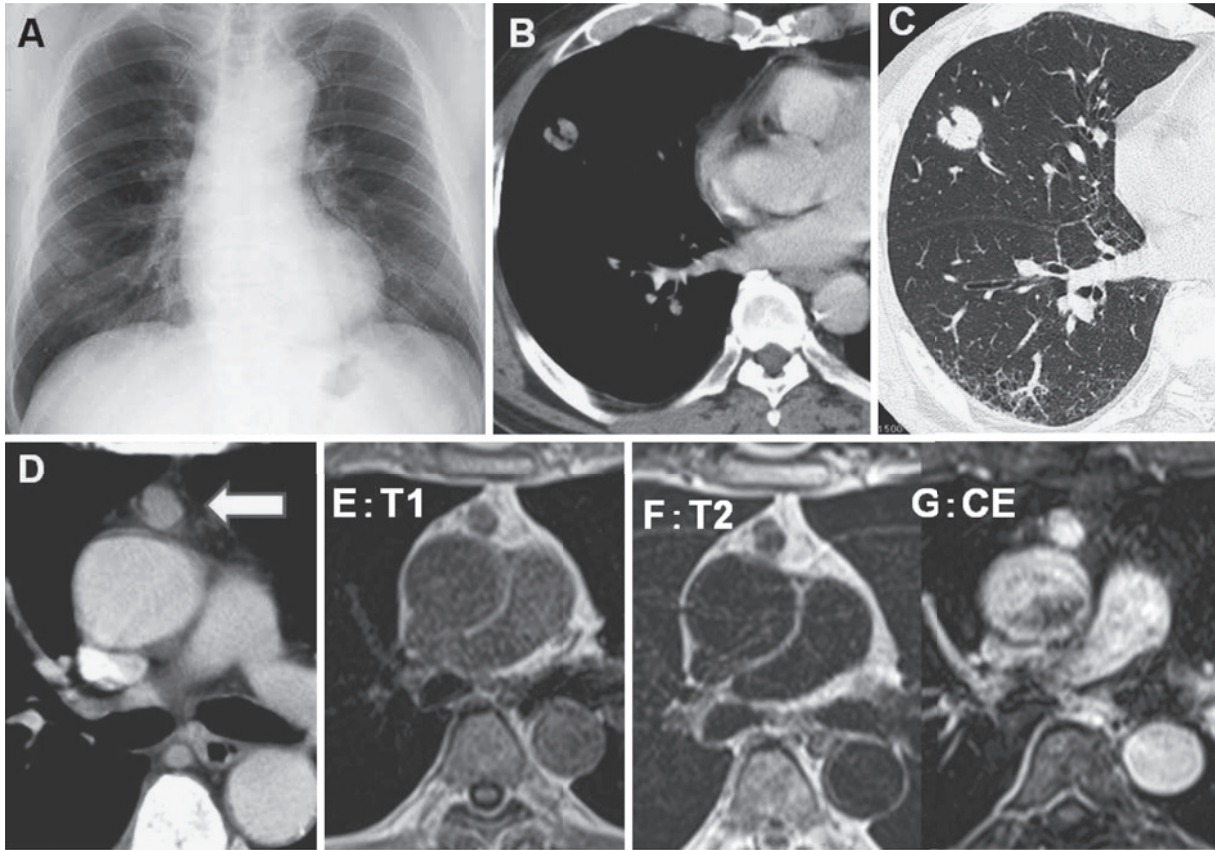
(A) A chest X-ray film on admission shows a well-demarcated mass about 2 cm in maximum dimension in the right lower lung field. (B/C) A chest CT image shows a pulmonary mass, 21 × 16 mm, with spicula formation and an inflow vessel in the middle lobe (S⁴b). The tumor was slightly enhanced by contrast medium. (D) In the anterior mediastinum, in front of the ascending aorta, there was a round nodule 15 mm in diameter which was covered with connective tissue and which showed no contrast enhancement (CE). (E/F/G) Chest MRI shows mediastinum nodule as a low-intensity area on T1- and T2-weighted images, and which was enhanced by contrast medium.
